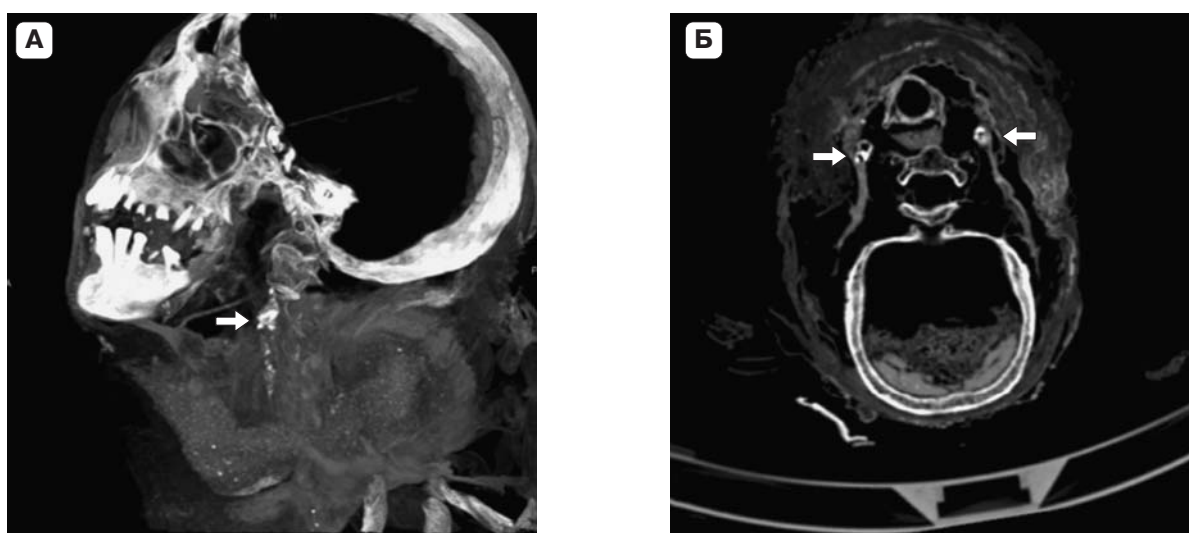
Атеросклероз сонных артерий. КТ-проекция максимальной интенсивности в сагиттальной плоскости (А), демонстрирующая выраженный кальциноз в области левой сонной артерии у каротидной луковицы (стрелка), и в аксиальной плоскости (Б), демонстрирующая выраженный кальциноз в области луковиц правой и левой сонных артерий (стрелки) в мумии мужчины, жившего в период 18-й династии.
